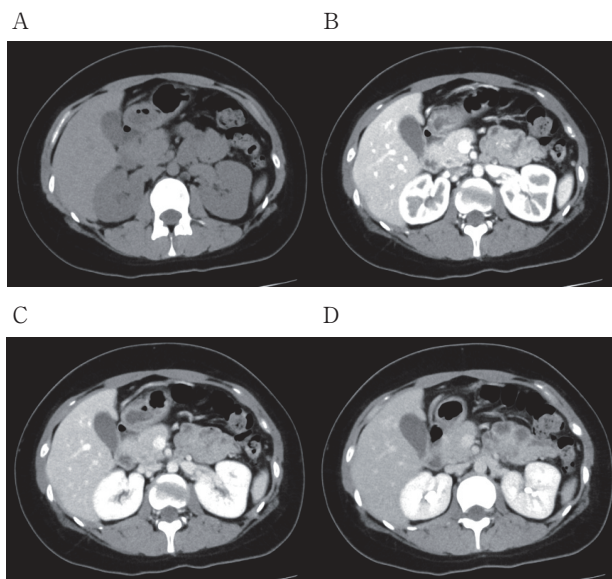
腹部造影CT所見 (A:単純, B:動脈相, C:門脈相, D:平衡相) 肝内胆管拡張は見られず門脈描出も良好であった。肝内腫瘤や腹水は認めなかった。
